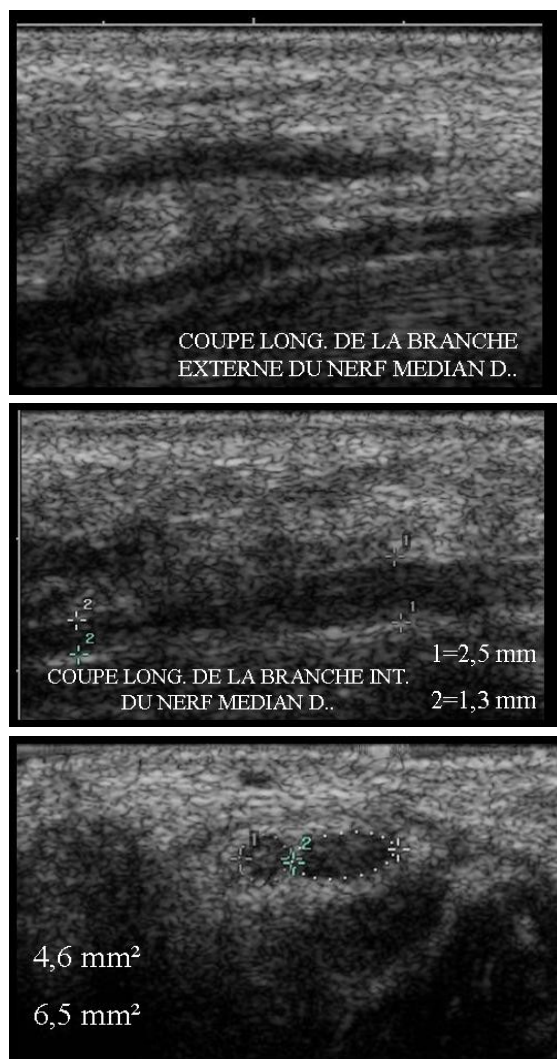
EMG avec signes de SCC incomplet, l'échographie montre un NM bifide seul la branche principale présentait des signes de compression.
